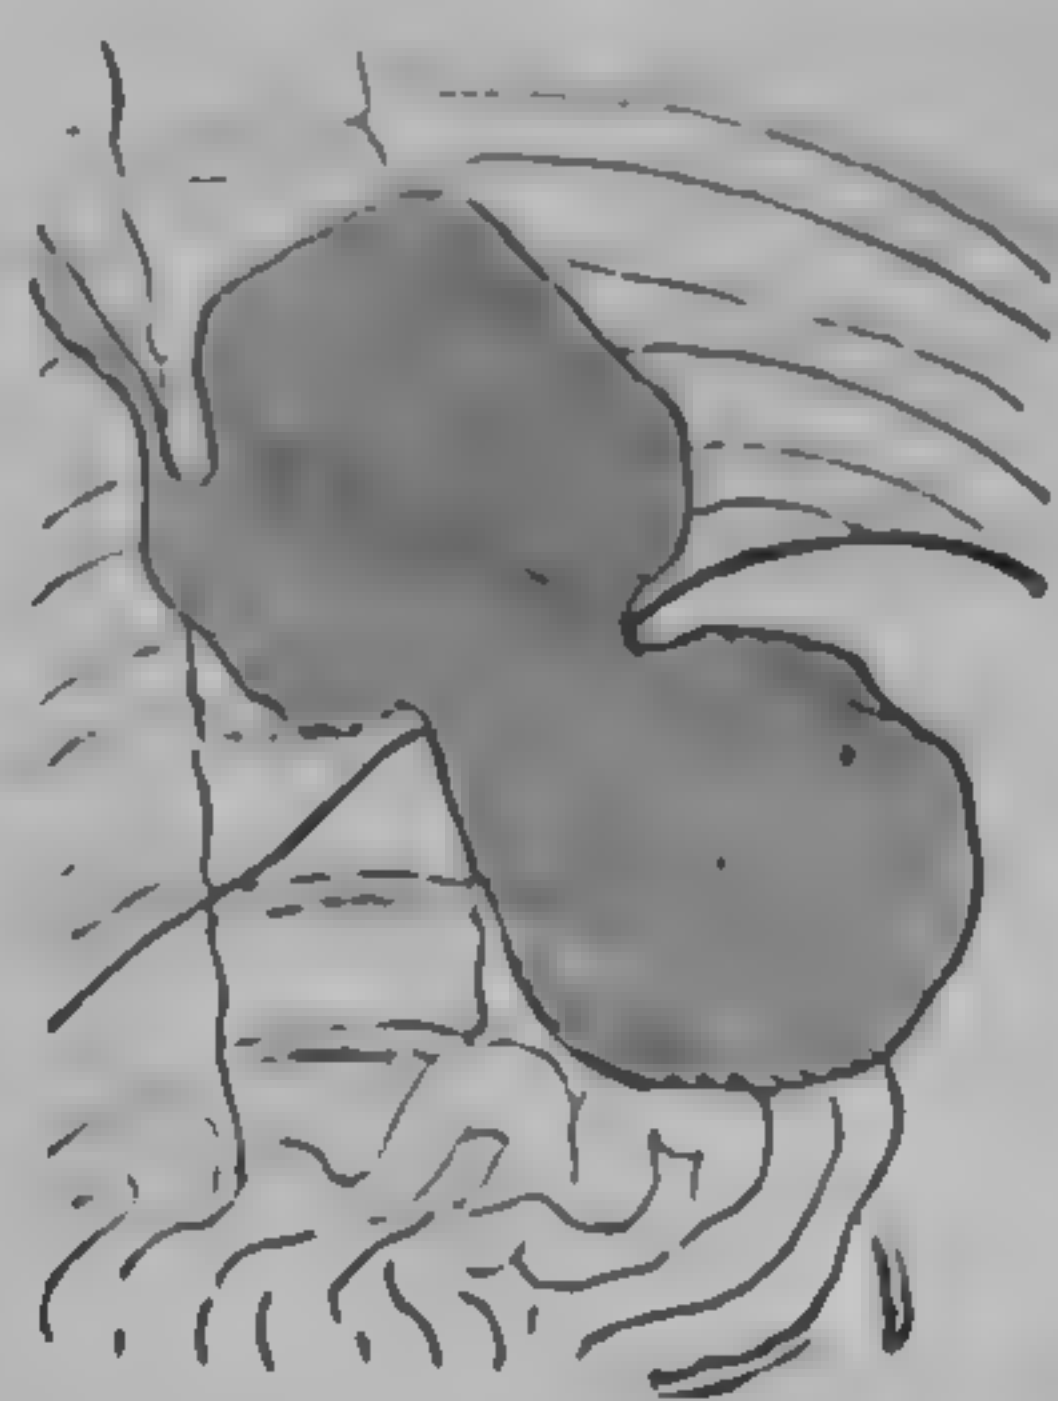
Hernie diafragmatică prin hiatusul esofagian (radiografie dr. Bîrzu)
